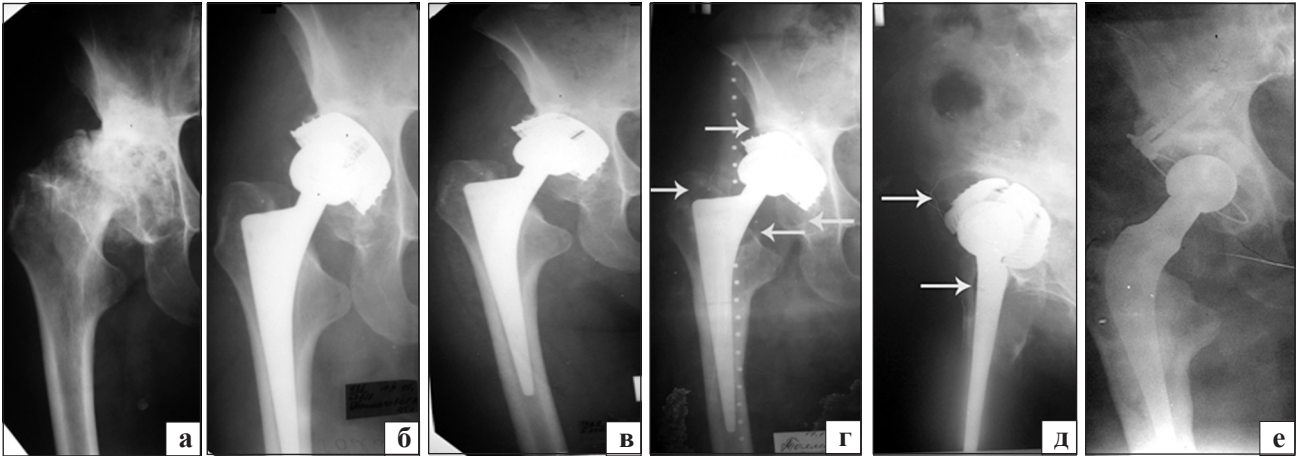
Фотоотпечатки рентгенограмм пациентки Т., 57 лет; ист. болезни № 57028: до операции (а), после операции (б), через 5 лет после операции (в), через 10 лет после операции, нестабильность обоих компонентов эндопротеза (г, д), рэндопротезирование конструкцией «Exeter» (е). Стрелками указаны зоны накопления продуктов износа пары трения
